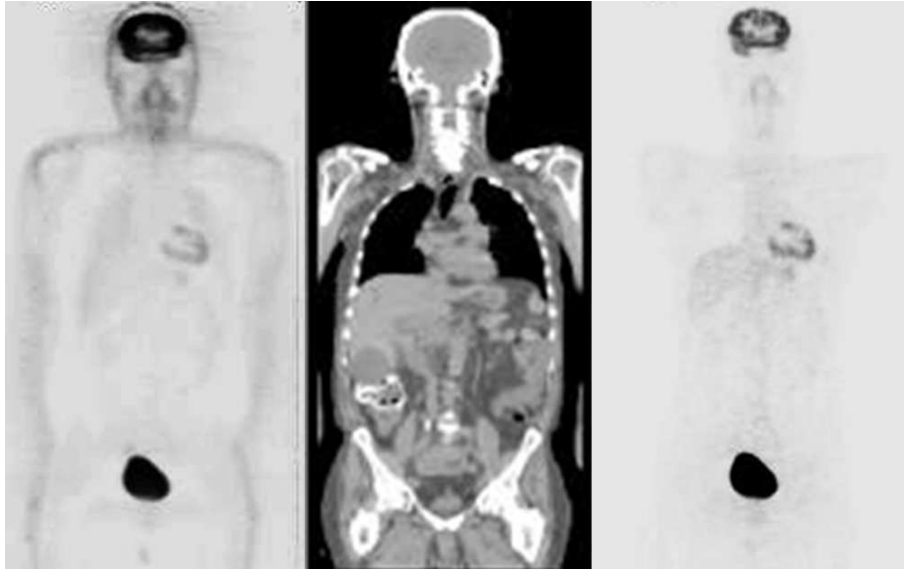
Images TEP corps entier, non corrigée pour l'atténuation (à gauche) et corrigée (à droite) en utilisant une image TDM (au milieu).
